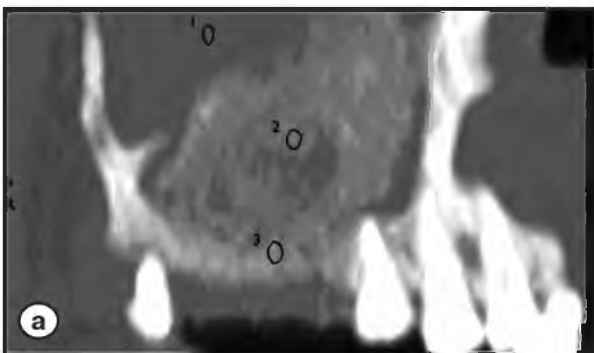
Реформатированные изображения СКТ во фронтальной и косой проекциях пациентки Ч. Острый синусит через неделю после операции синус-лифтинга
